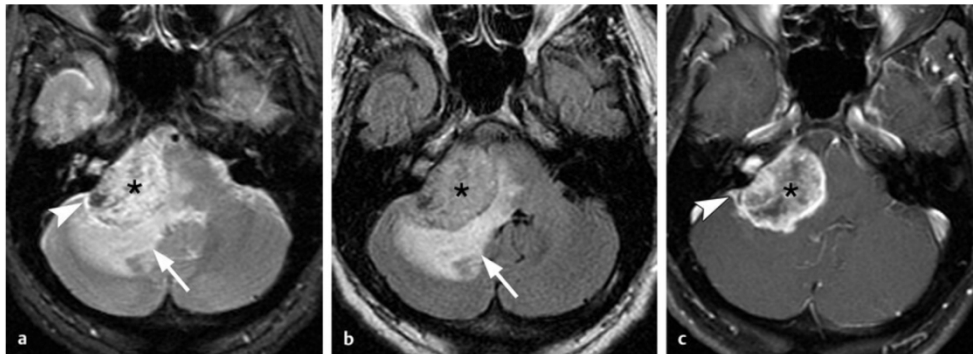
Schwannoma vestibular de gran tamaño. (a, b) Corte axial ponderado en T2 e imágenes en secuencia FLAIR, respectivamente demostrando señal heterogénea característica dentro de la masa (asterisco), con compresión del tallo cerebral y edema intra-axial (flecha). (c) Corte axial en T1 demostrando patrón de realce heterogéneo (asterisco). Nótese el componente del tumor centrado en el CAI con ángulos durales aquodos, típicos del schwannoma vestibular (punta de flecha).
